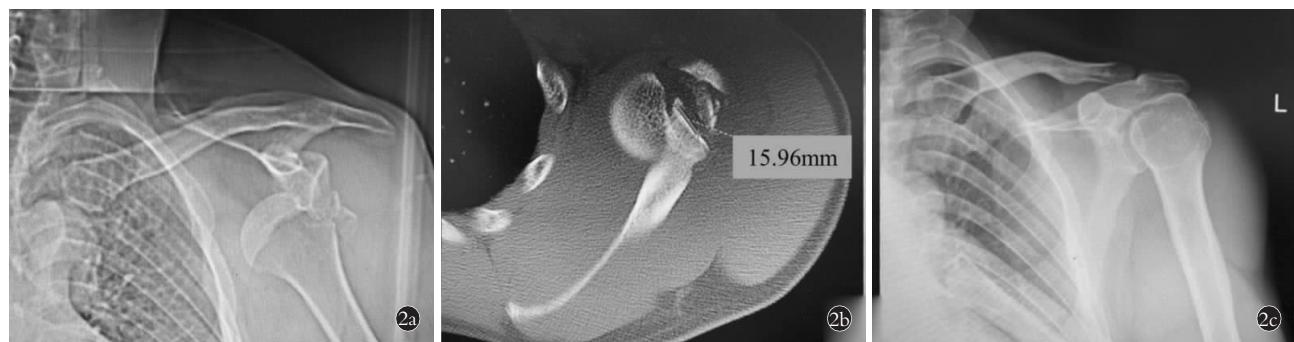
患者,男,55岁,因“外伤致左肩肿痛畸形、活动受限 2 h”前来就诊 2a. X 线片示左肩关节脱位(喙突下型)伴 Hill-Sachs 损伤,于急诊尝试 2 次复位后未成功 2b. 左肩关节 CT 平扫示关节盂嵌入肱骨头 15.96 mm,后于手术室丙泊酚静脉麻醉下复位成功 2c. 复位后复查 X 线示左肩关节在位
